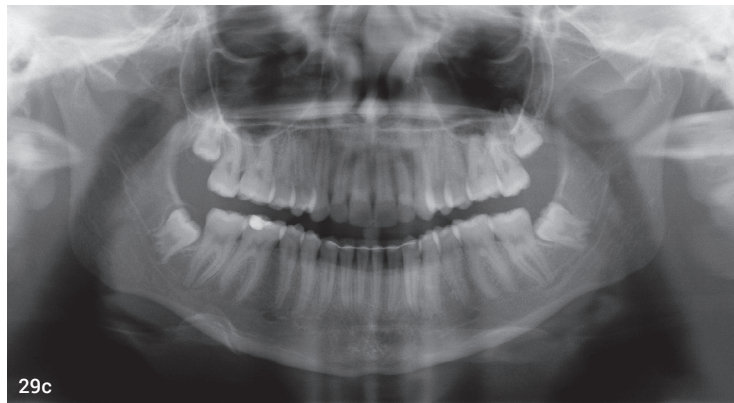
Intra- (a–c) und Extraoralaufnahme (d–f) nach Behandlungsende. Abb. 29a–c: Cephalometrische Darstellung, Vermessung und Analyse (a, b) und Orthopantomogramm (c).
